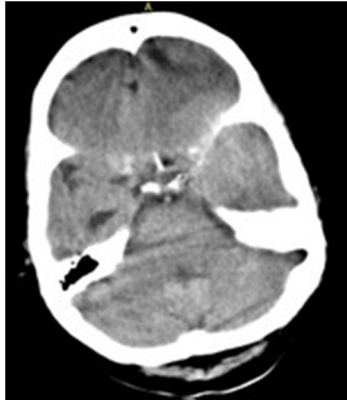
Tomografía axial computada (TAC) simple de cráneo a cortes de 5 mm.
